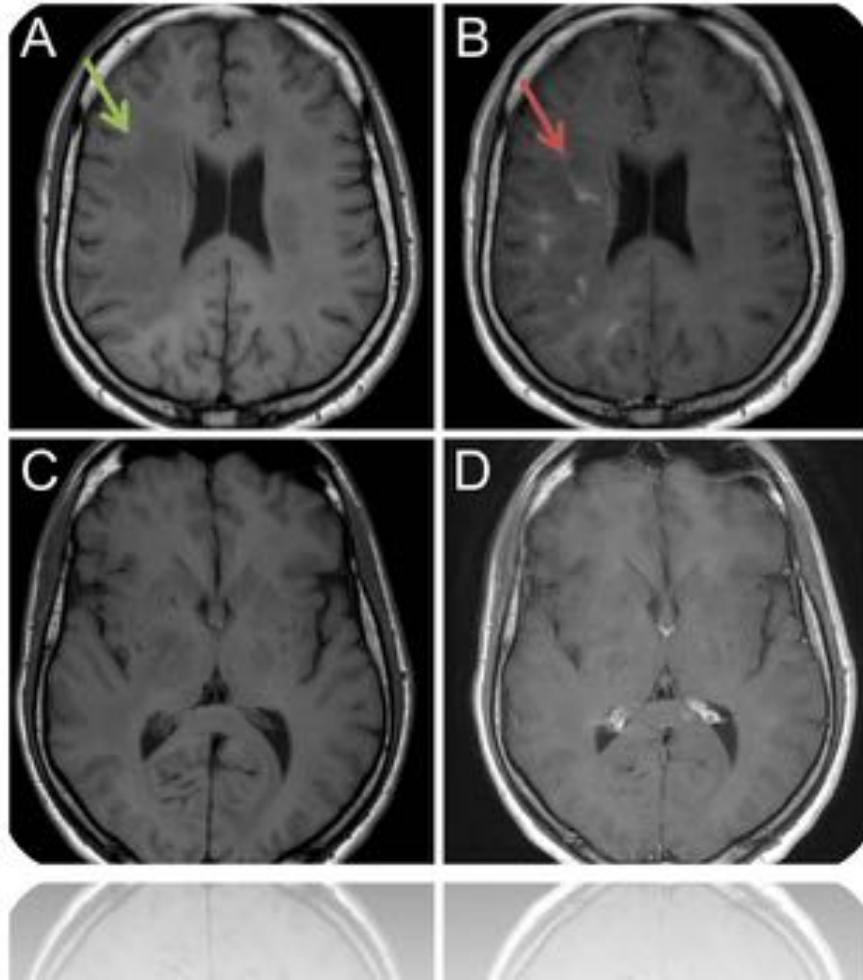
RM cerebral con secuencias potenciadas en T1 antes (A,C) y después de la administración de contraste endovenoso (B,D), que ponen de manifiesto una hipointensidad difusa de la sustancia blanca frontoparietotemporal (flecha verde) con una sutil y parcheada captación subcortical derecha (flecha roja).
